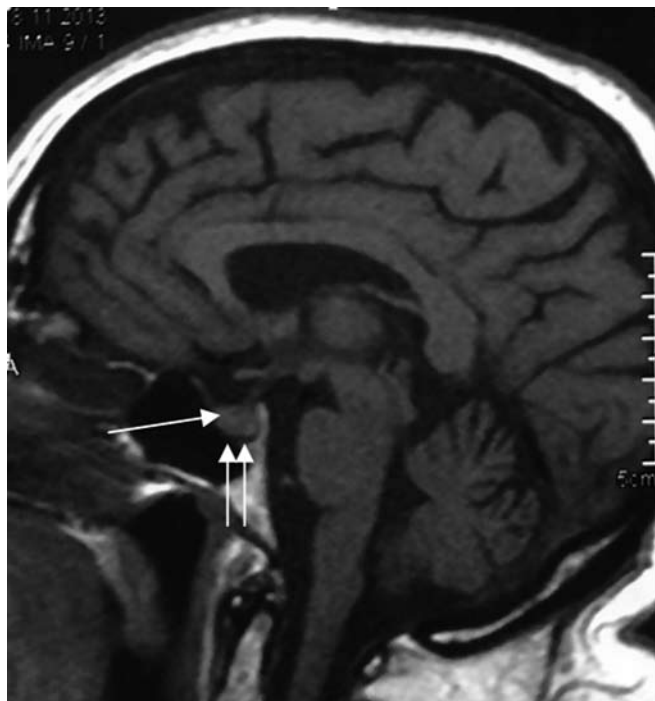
МРТ головного мозга больной Р., 48 лет, с диагнозом эндоселлярной кортикотропиномы. T1-режим, сагиттальная проекция: эндоселлярная микроаденома гипофиза (указано одинарной стрелкой), расширенный нижний МС (указано двойной стрелкой).
